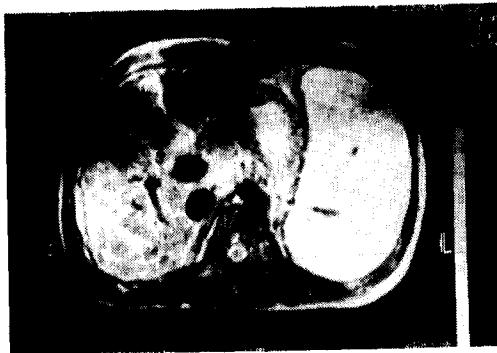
MRI of abdomen: The liver reveals scattered, low signal macronodules in the both lobes and the spleen reveals enlarged.
